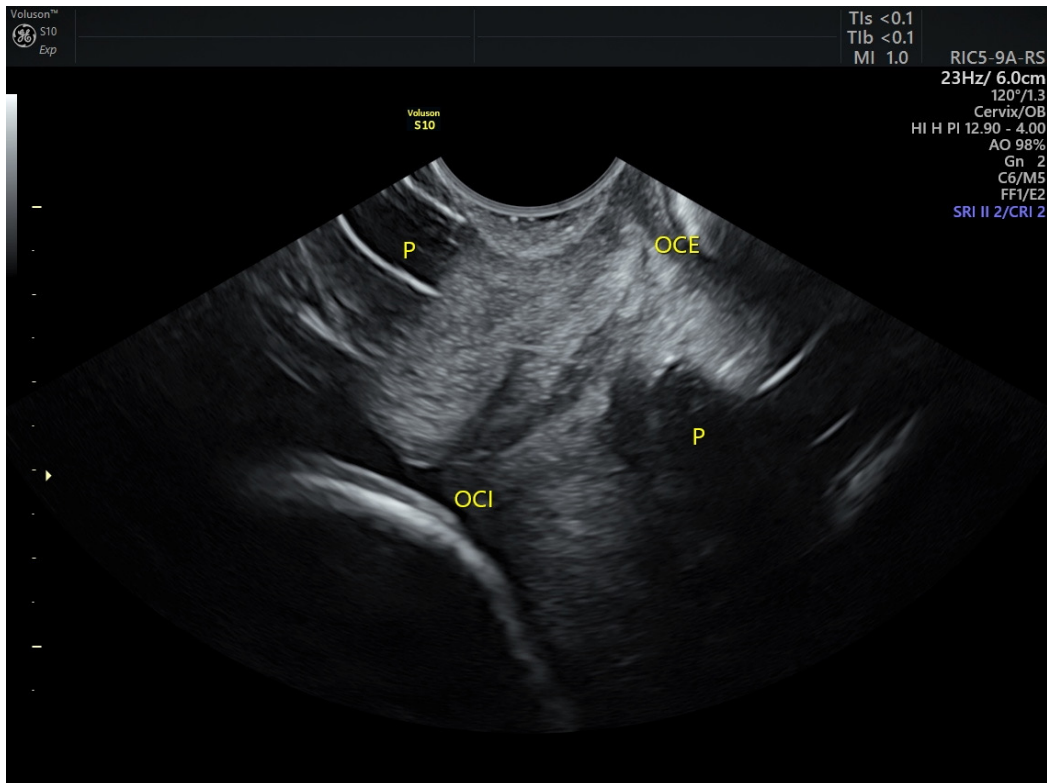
Pessário cervical por ultrassonografia transvaginal
